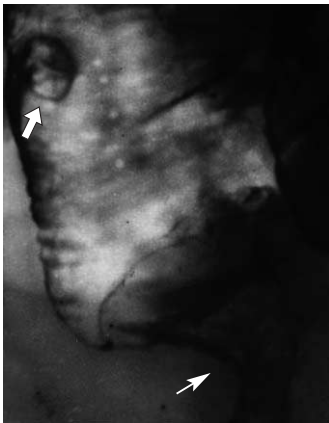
Рентгенограмма прямой кишки. Блюдцеобразный рак левой стенки среднеампулярного отдела. Виден кратер опухоли и небольшой неравномерный опухолевый “вал” вокруг (тонкая стрелка). По правой стенке нижеампулярного отдела выявляется аденоматозный, так называемый “пограничный” полип в виде дефекта наполнения на фоне бариевой “лужицы” (толстая стрелка).
